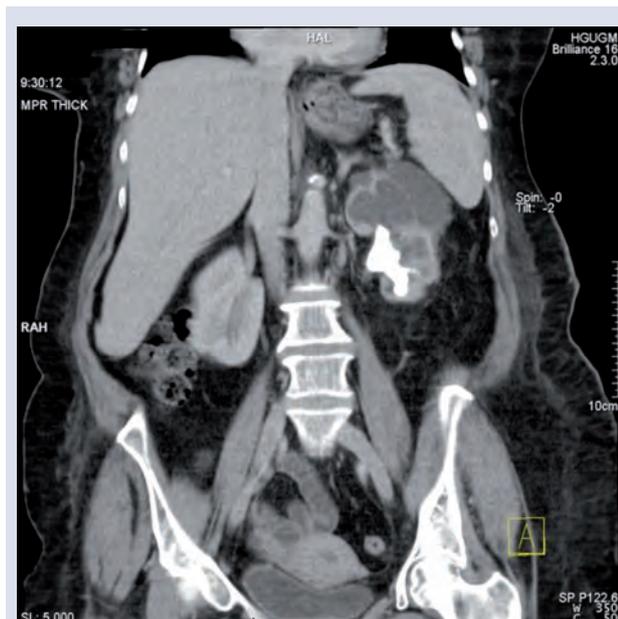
TAC abdominal (corte coronario)
